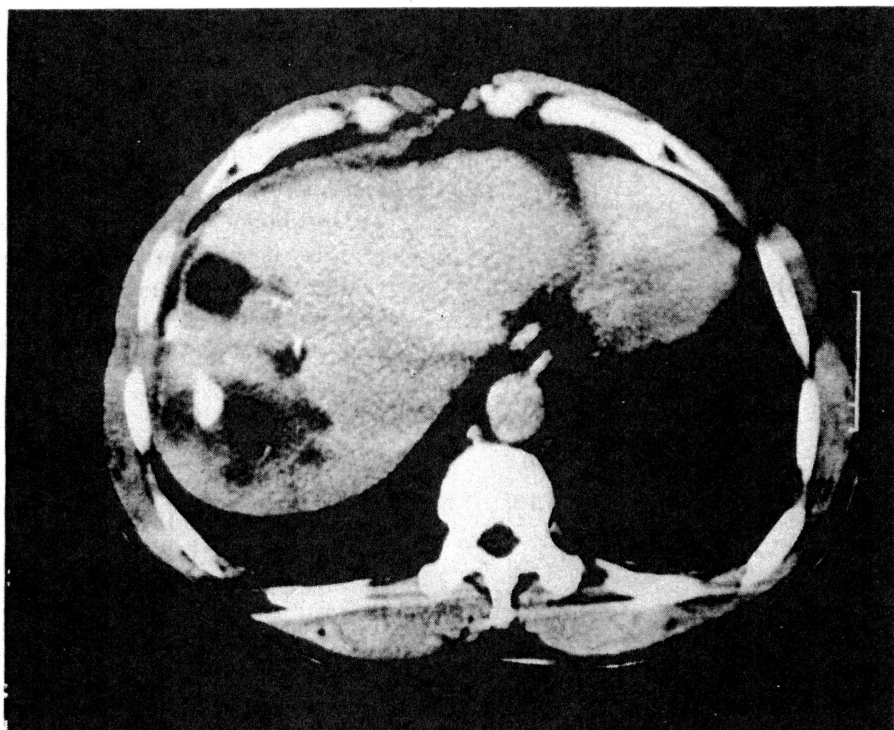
TAE 3カ月後の腹部CT検査所見では、右葉前区域が low density area となっていて肝梗塞の所見である。
